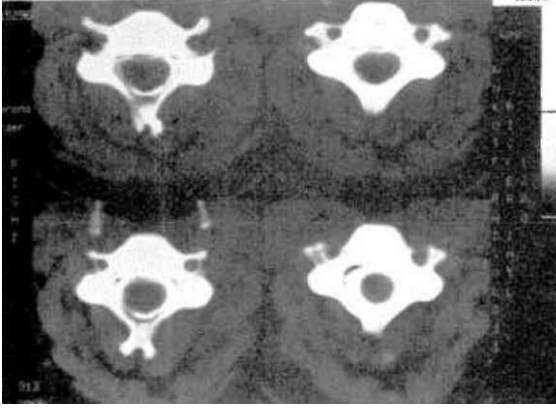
Servikal Disk Herniasyonu: Myelo BT'de c3-c4 düzeyinde, forameni oblitere eden sol posterolateral disk herniasyonu görülmektedir. Subaraknoid mesafe solda basıdır.
